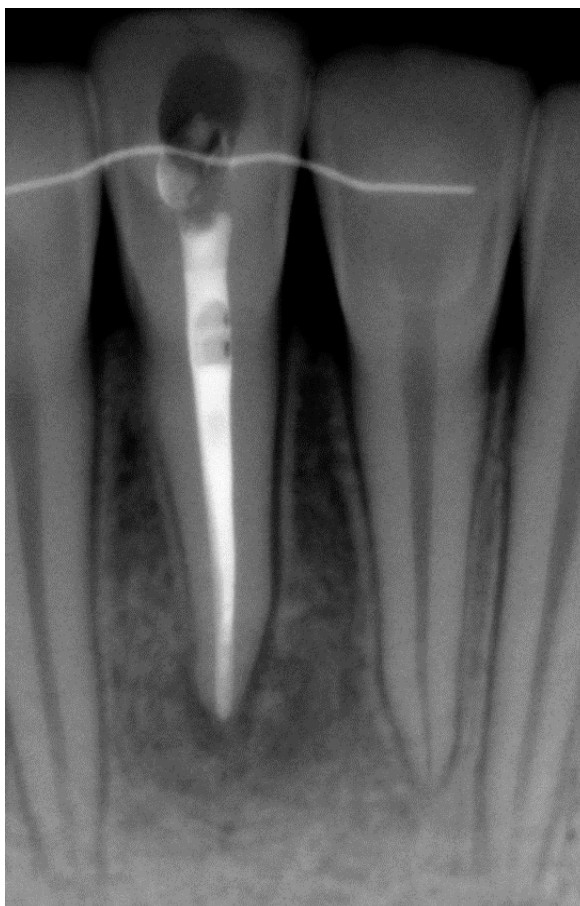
Рентгенограма 41 зуба через 6 місяців після проведеного лікування. Відмічається зменшення зони просвітлення кісткової тканини в периапікальній ділянці.
